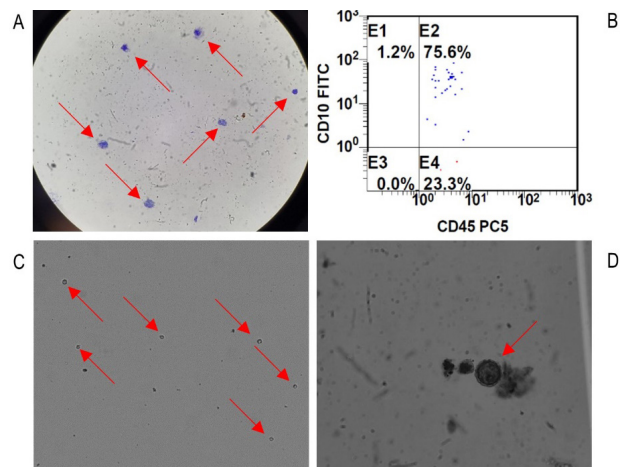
A. Análisis completo de muestra de LCR. Seis células blásticas por campo en frotis de LCR, objetivo 40X. B. Detección de células positivas CD45-CD10 de superficie en suspensión celular de LCR. C. Imagen de células de LCR en un rango de 6 a 14 µm tomada en el conteo automatizado TC20. D. Células blásticas en cámara de Neubauer, objetivo 40X.
